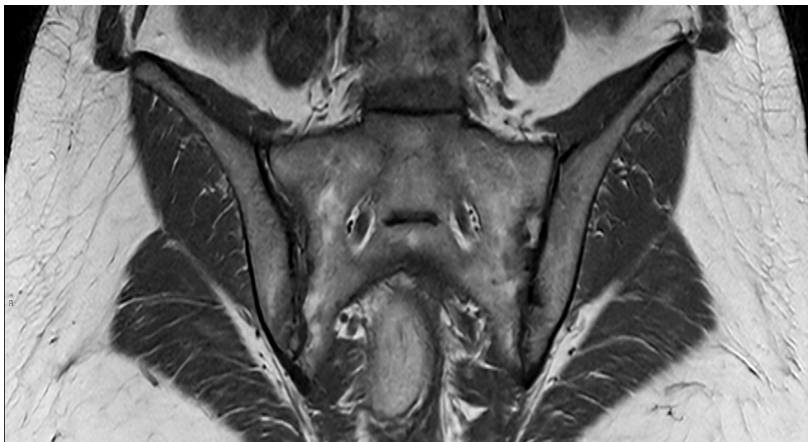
RM secuencia pT1, corte coronal. Sacroileítis en paciente con enfermedad de Crohn. *Imagen propiedad del Servicio Andaluz Salud.*
